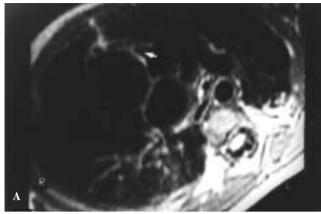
A: Resonancia magnética nuclear. Proyección axial oblicua. La porción inicial de la coronaria derecha está dilatada (flecha blanca). B: Aortografía. Proyección postero-anterior. Válvula aórtica trivalva y competente. La coronaria derecha presenta aneurismas múltiples. La coronaria izquierda tiene un aneurisma en su porción troncal hasta la bifurcación. Ao: Aorta. Flecha negra-a: Aneurismas.
